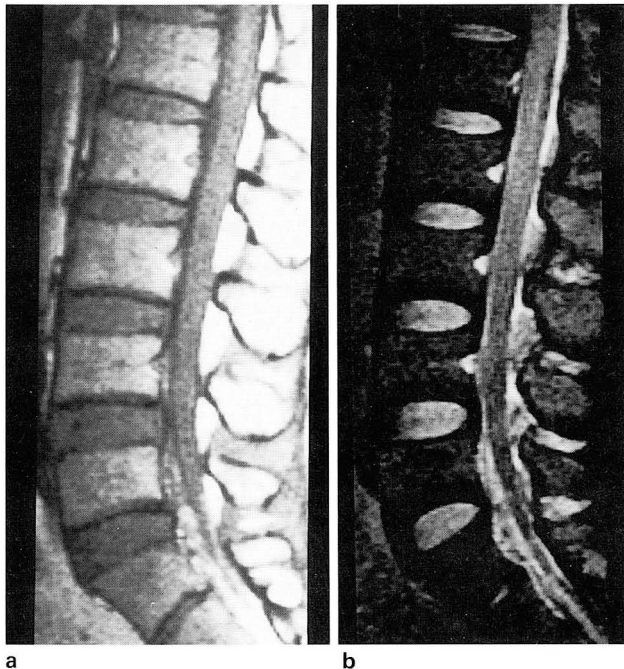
Sagittal T1-(a) and T2-(b) weighted MR images show mixed signals in the entire subarachnoid space. These signals are isointense to those of the conus medullaris on both images suggesting acute to subacute subarachnoid hemorrhage.
